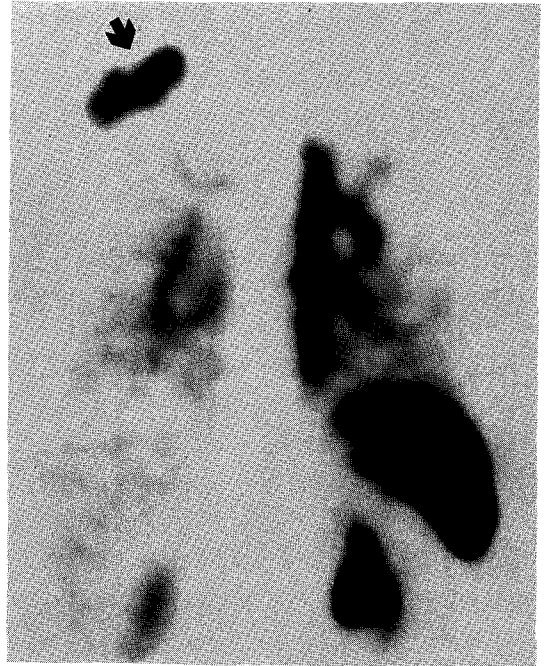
B. Hemangioma SPECT, follow-up: after 1 year with interferon alfa-2a treatment.
